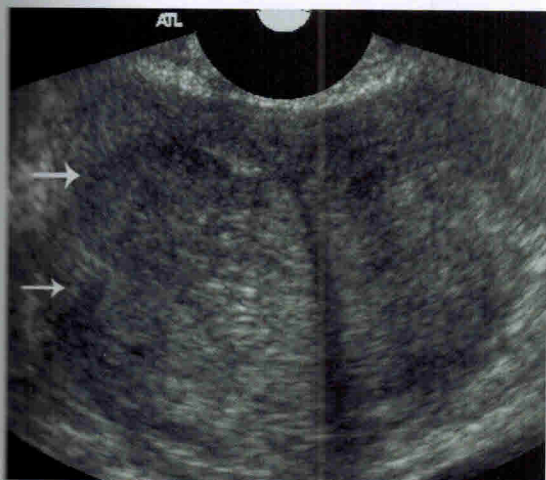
71-летний мужчина с повышенным ПСА (7 нг/мл) и пальпируемым в правой доле простаты узлом. При ТР УЗИ в коронарной плоскости определяется асимметричный узел доброкачественной гиперплазии простаты (стрелки), выявленный при ректальном исследовании.
